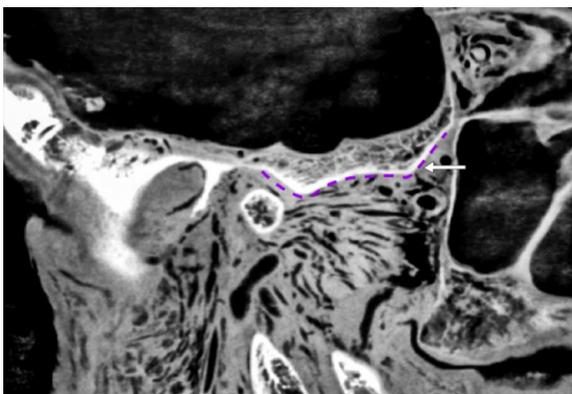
Ausencia del tubérculo esfenoidal. Tomografía de hemicabeza N°11 en la que se observa la cresta infratemporal sin accidentes anatómicos.
